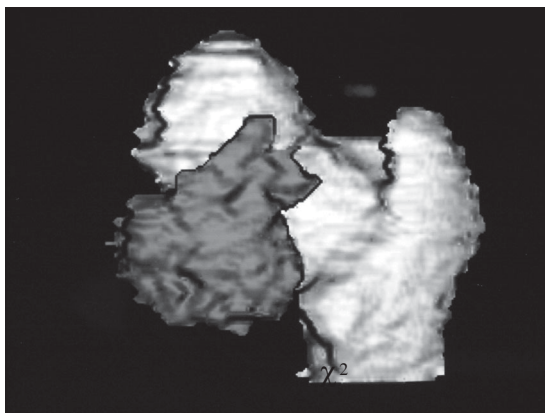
Reconstrucción tridimensional de TC. Vista posterior del extremo proximal del fémur derecho.
